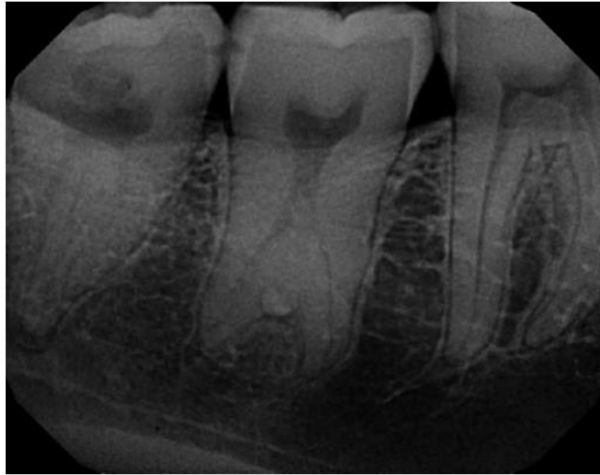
Radiografía periapical que revela taurodontismo severo del primer molar permanente mandibular con perla de esmalte en furca.⁴⁴
